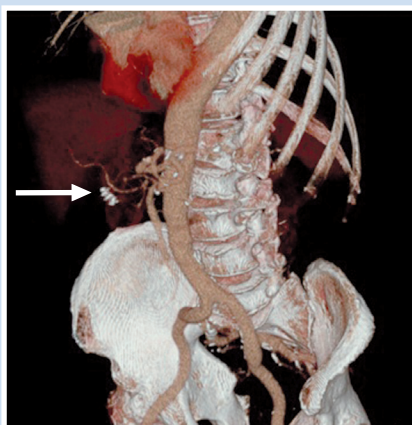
МСКТ. Стрелкой обозначено инородное спиралевидное тело ДПК.
